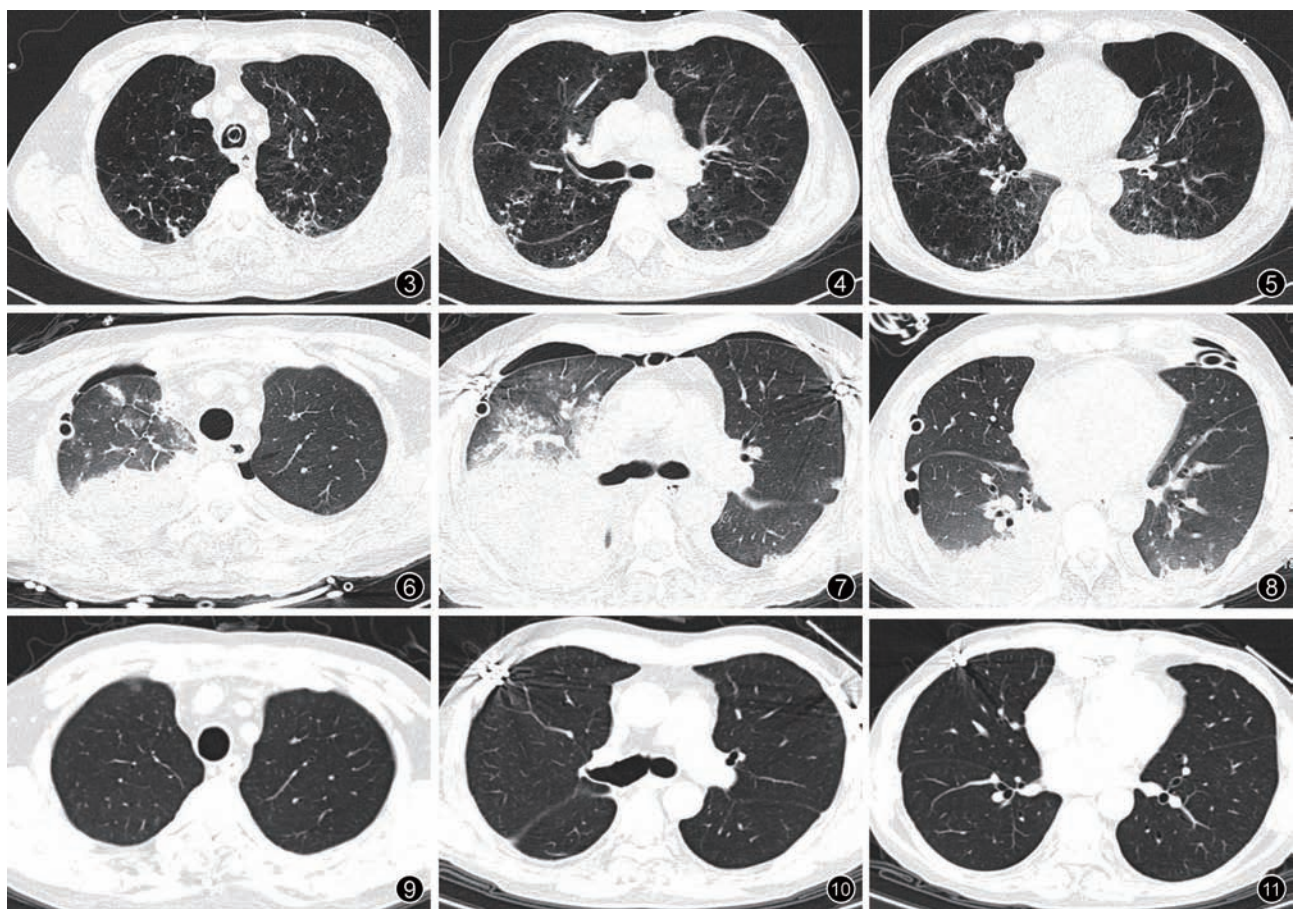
~5 肺移植术前 2 周 CT 图像, 慢性支气管炎、肺气肿, 两肺多发肺大泡。图 3 示两肺散在多发炎症; 图 4 示右上肺及胸膜下、斜裂水平多发结节; 图 5 示左侧胸腔少量积液 图 6~8 肺移植术后第 3 天 CT 图像, 双肺移植术后改变, 支气管、肺动脉吻合口通畅。图 6 示右肺渗出改变; 图 7 示左肺散在炎症; 图 8 示两侧少量胸腔积液 图 9~11 肺移植术后 3 个月 CT 图像, 两肺移植术后改变, 支气管吻合口通畅, 两侧移植肺膨胀好、渗出基本吸收, 散在少许纤维灶同前, 右上肺尖后段少许慢性炎症或纤维灶
